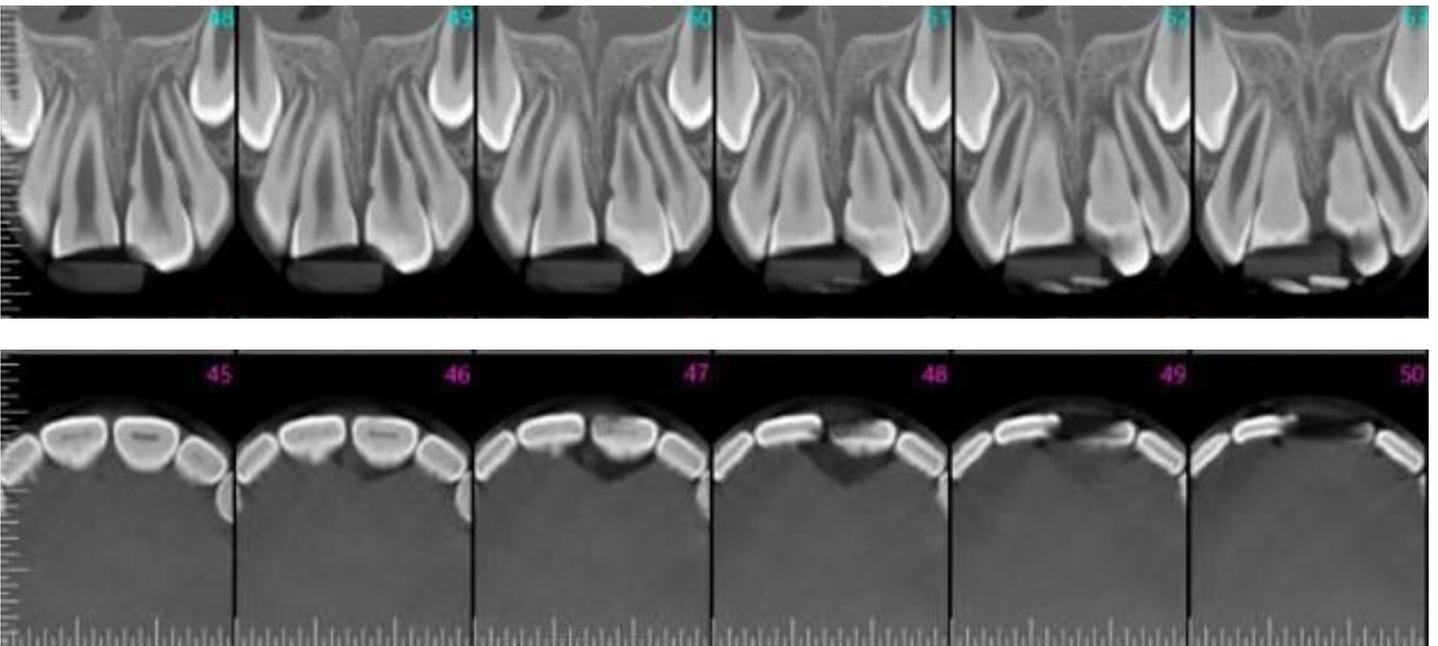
Tomografia Computadorizada: A. Cortes transversais oblíquos 1:1. B. Cortes axiais. C. Radiografia periapical esquerda. Fonte: Elaborado pelo autor.
